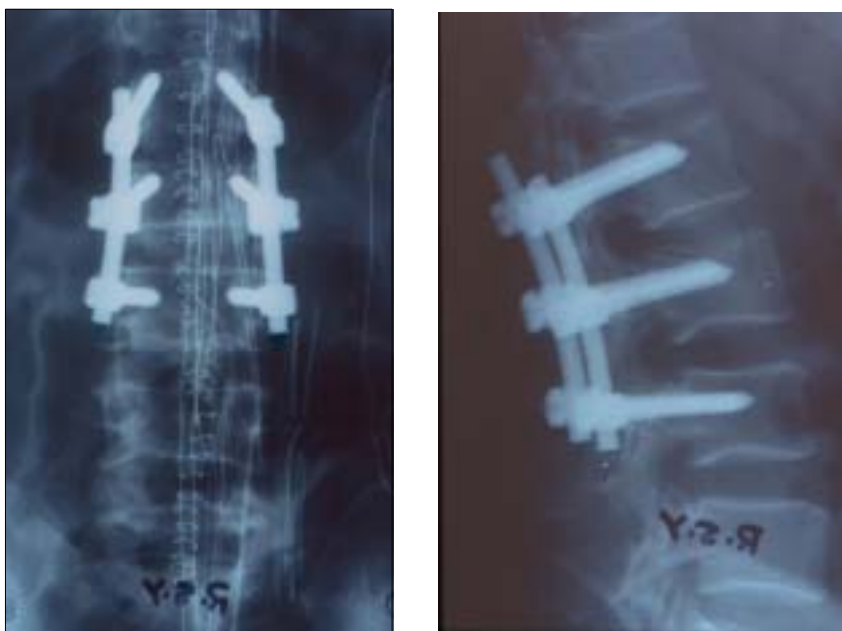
Radiografías de control de una Instrumentación posterior corta con osteosíntesis de la vértebra L2 fracturada
